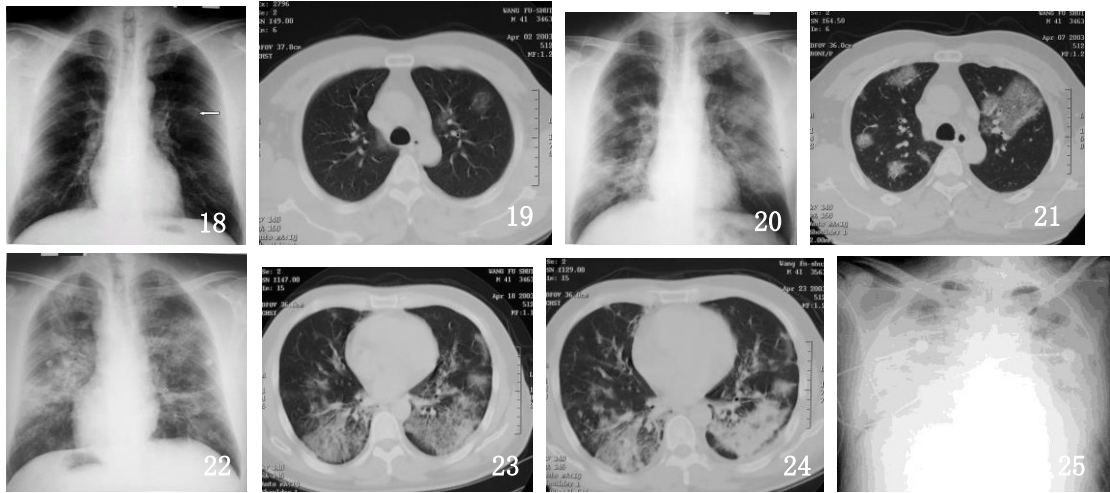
SARS 病人发病后 3 天 X 线胸片，肺内有小片状磨玻璃密度影（箭头） 图 19 图 18 病例发病后 3 天胸部 CT 片，肺内有小片状磨玻璃密度影 图 20 图 18 病例发病后 9 天 X 线胸片，两肺有多发片状磨玻璃密度影 图 21 图 18 病例发病后 9 天胸部 CT 片，两肺有多发片状磨玻璃密度影，有“碎石路”征 图 22 图 18 病例发病后 20 天 X 线胸片，两肺弥漫磨玻璃密度影 图 23 图 18 病例发病后 20 天胸部 CT 片，两肺有多发大片状磨玻璃密度影 图 24 图 18 病例发病后 25 天胸部 CT 片，两肺病变密度增高，左肺为肺实变影像 图 25 SARS 病人发病后 14 天 X 线胸片，两肺病变密度明显增高，仅在肺尖和肋膈角处有少许透光阴影
